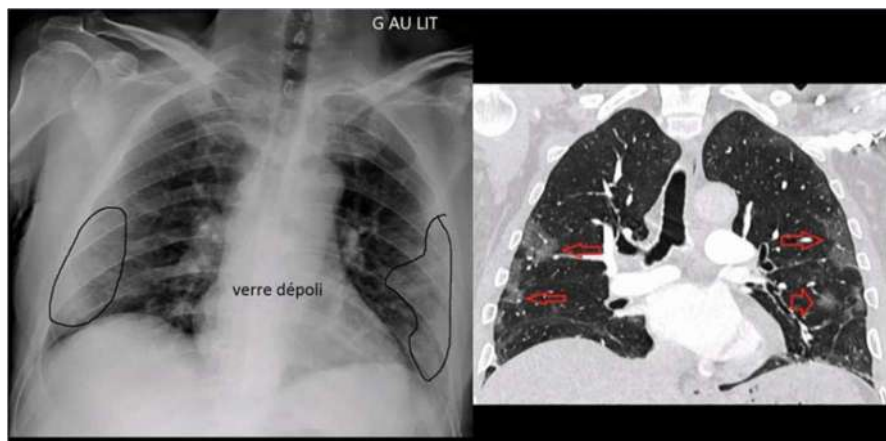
Radiographie thoracique montrant des lésions aspect verre dépoli
